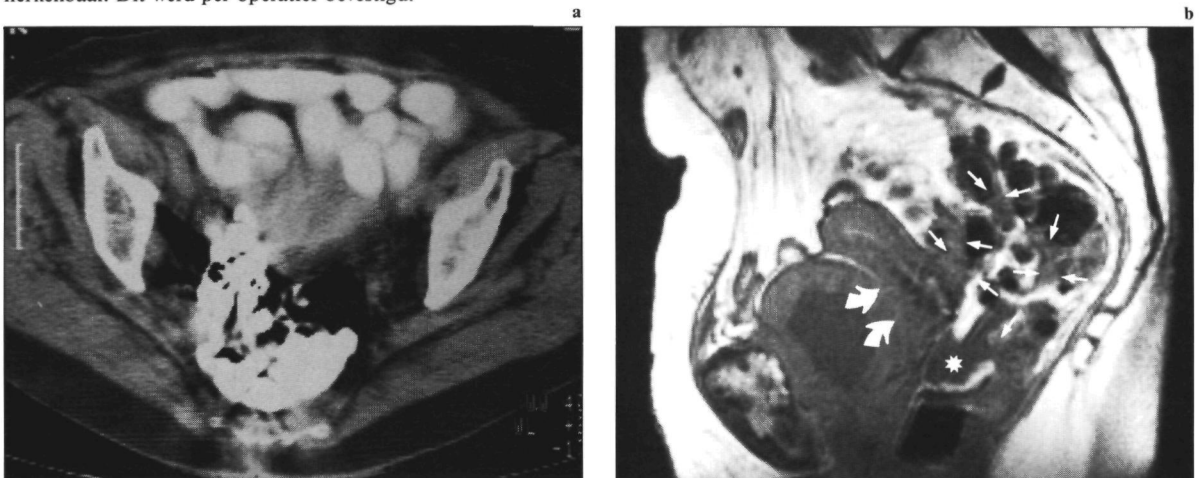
(a) Op de CT-scan storende barium artefacten, echter geen aanwijzingen voor intra-peritoneale metastasen. (b) Op de sagittale MRI-opname (1,5 T; SE/750/30/2) is tumoruitbreiding zichtbaar in cervix en vagina (gebogen pijlen). Tevens aanwijzingen voor intraperitoneale metastasen (peritonitis carcinomatosa) (pijlen) en vocht in het cavum Douglasi (*).
